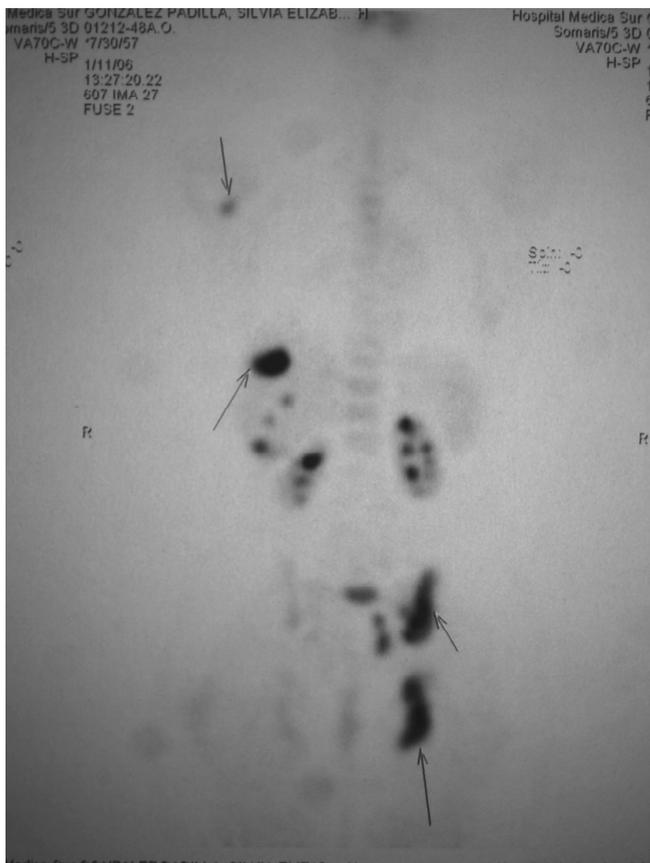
Tomografía por emisión de positrones (enero, 2006).
